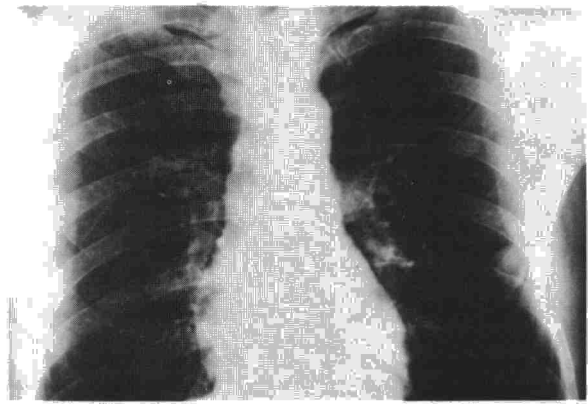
Se aprecian tres nódulos pulmonares, uno parahiliar derecho, otro parahiliar izquierdo y un tercero en campo medio externo del pulmón izquierdo (radiografía posteroanterior).
